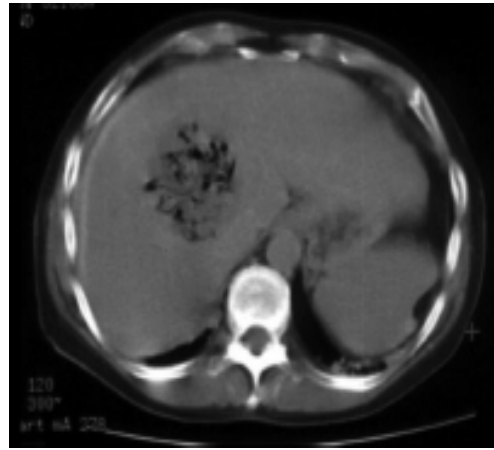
а - КТ зображення ураження печінки до радіочастотної термоабляції
